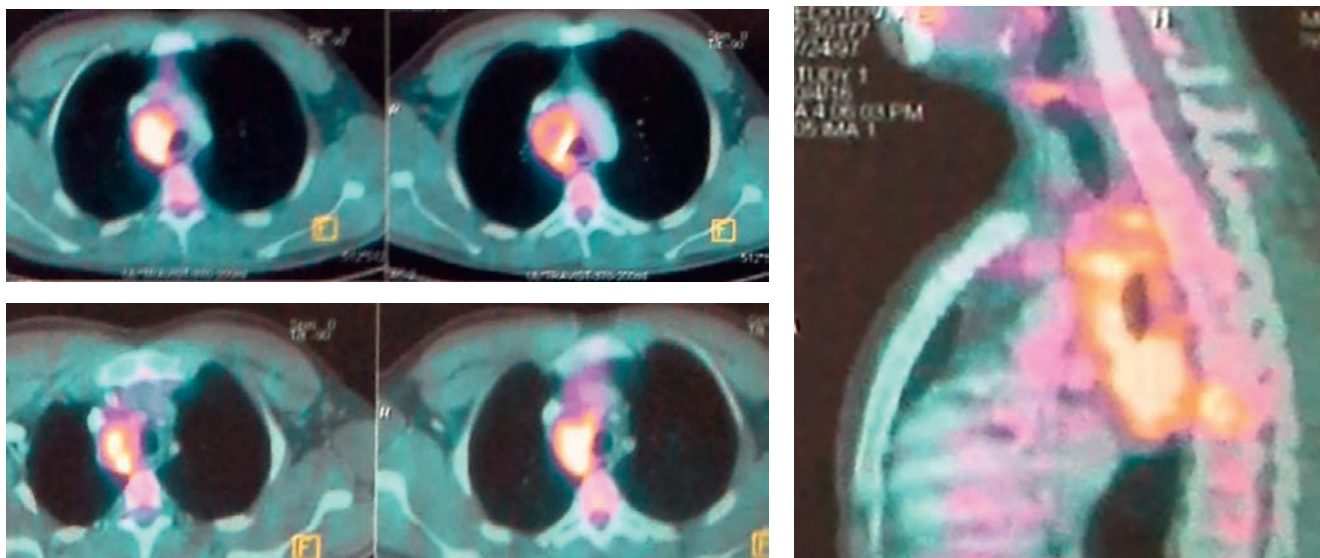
ПЭТ/КТ органов грудной полости и позвоночника от 04.10.2016
